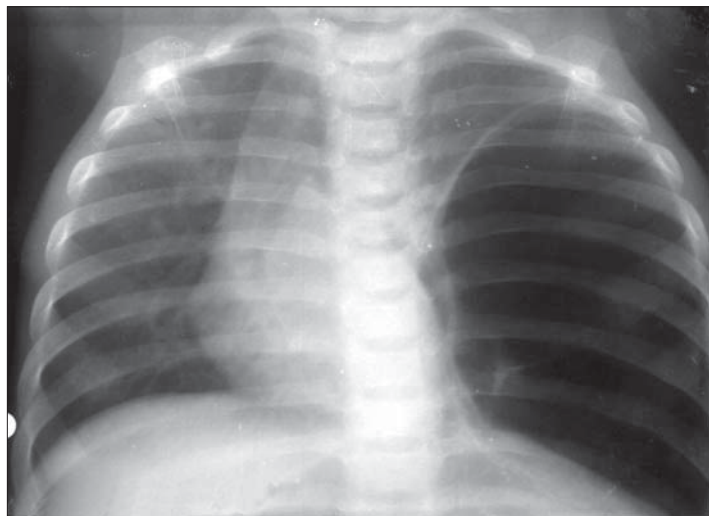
Emfizem lobar congenital. Radiografie toracică PA. Zona hipertransparentă în jumătatea inferioară a hemitoracelui stâng care aplatizează diafragma și deplasează mediastinul spre dreapta.
